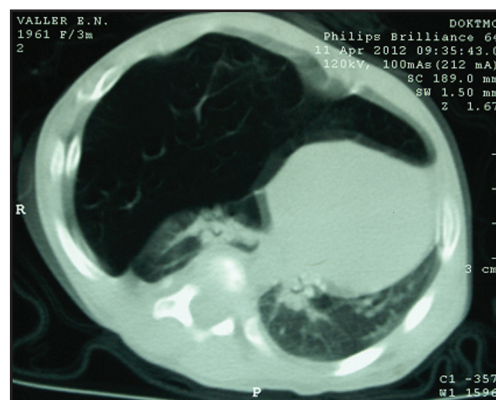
КТ органов грудной полости ребенка В
